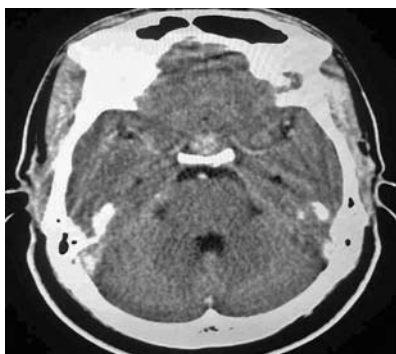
Хвора Л., 34 роки. Комп'ютерна томографія при ендоселлярній аденомі гіпофіза (зріз через турецьке сідло). Зроблене припущення про наявність об'ємного процесу після внутрішньовенного введення 40 мг урографіну.
